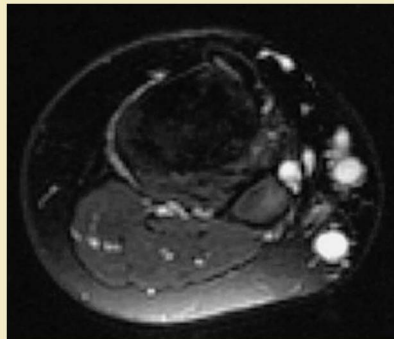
RM de la rodilla de un paciente de 12 años con síndrome de Klippel-Trénaunay y antecedentes de edema doloroso y embolias pulmonares múltiples. La imagen axial a través de la porción proximal de la pantorrilla muestra la localización superficial (extrafasial) de las venas anómalas.
